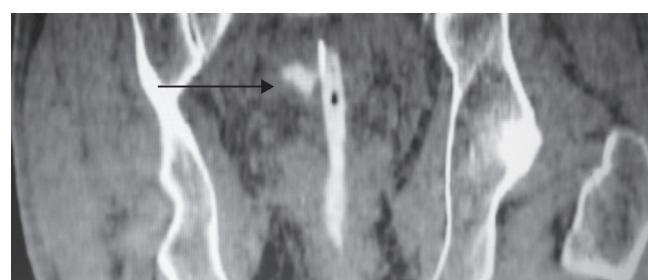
Tomografía computada abdominopélvica que muestra paso del contraste administrado hacia el tubo de drenaje perineal indicativo de perforación.
